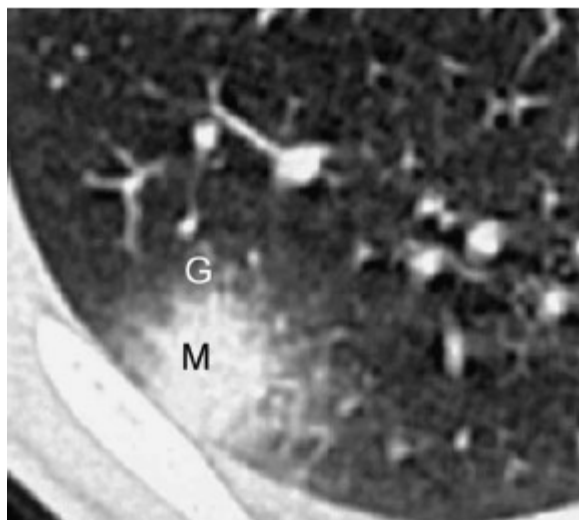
Uma imagem de tomografia computadorizada exibindo um sinal de halo num caso de aspergilose pulmonar invasiva. Retirado e adaptado de (Greene, 2005).
